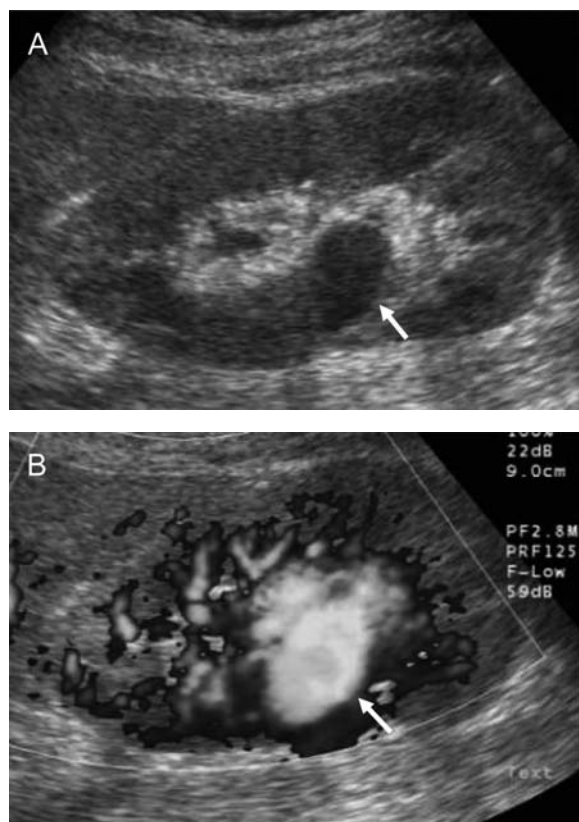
Ultrasonographic finding (normal echo). A: 2×1 cm low echo area in right pelvis (Color Doppler echo), B: vortex circulation in the same area (arrow).
